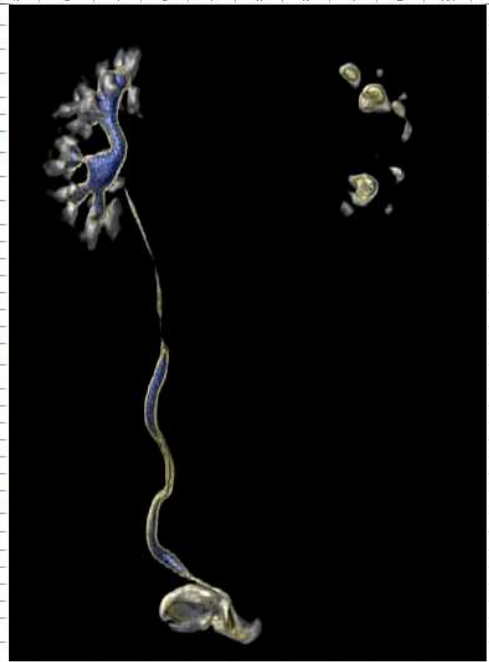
Пример расчетов отдельной функции почек на основании трехмерной виртуальной обработки данных МСКТ с контрастированием (условные обозначения – в тексте).
